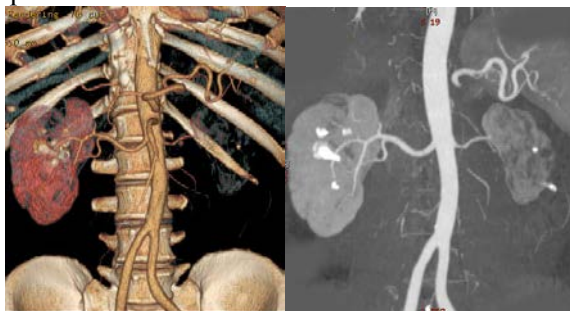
Мультиспиральная компьютерная томография: а) 3D – реконструкция, сосудистая фаза; б) 3D – реконструкция, экскреторная фаза
